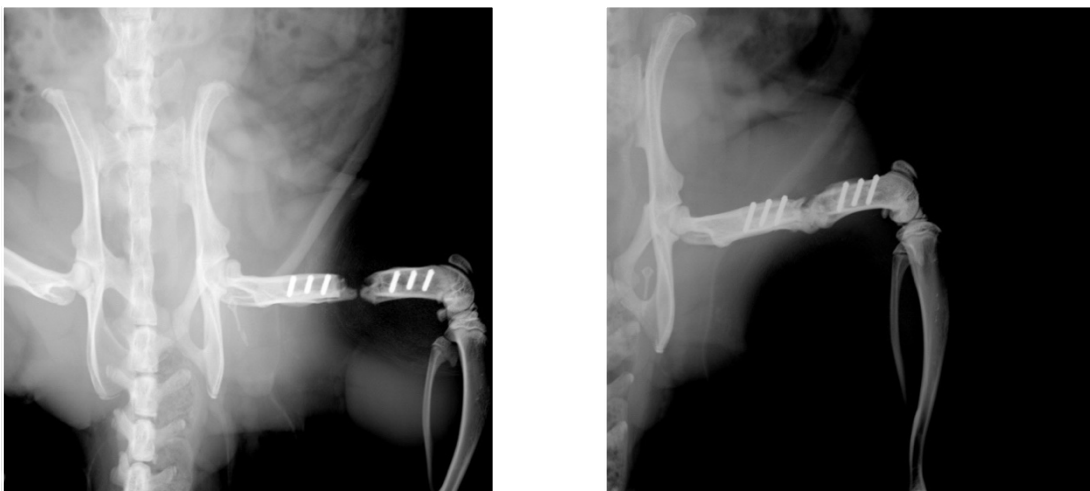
Kontroll-Röntgenbilder aus Versuchsgruppe "PLA + Kollagen + SDF-1" (Versuchsgruppe 4).
